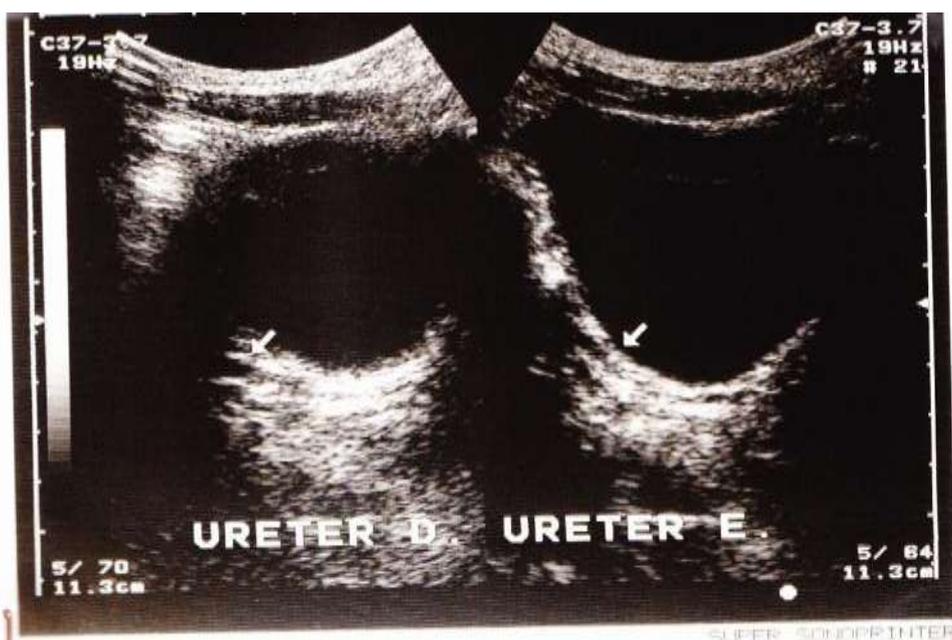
Ultrassonografia de Vias Urinárias: Bexiga com apresentação anatômica, parede lisa e com espessura normal. Imagem após 5 anos de acompanhamento
